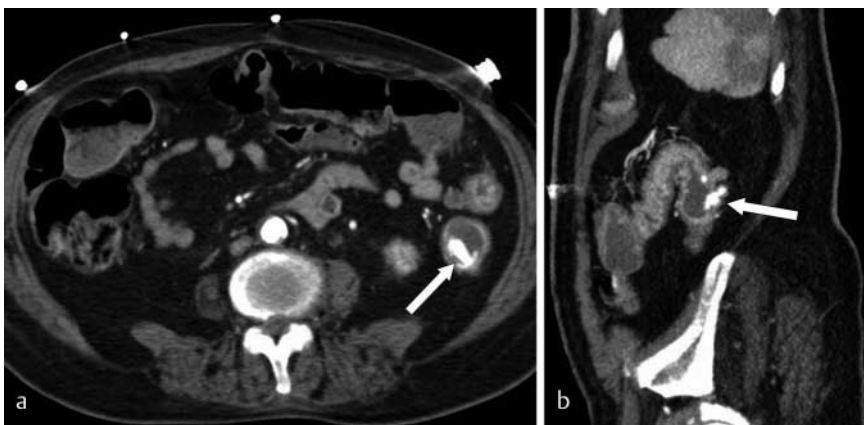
74-jährige weibliche Patientin mit akutem, Hb-wirksamen perianalem Blutabgang. a In der CT-Angiografie ohne intestinale Kontrastierung lässt sich eine aktive Pressstrahlblutung in das Lumen des Colon descendens nachweisen (Pfeil). b In der sagittalen Reformatierung wird klar, dass es sich um eine Divertikelblutung handelt (Pfeil).
